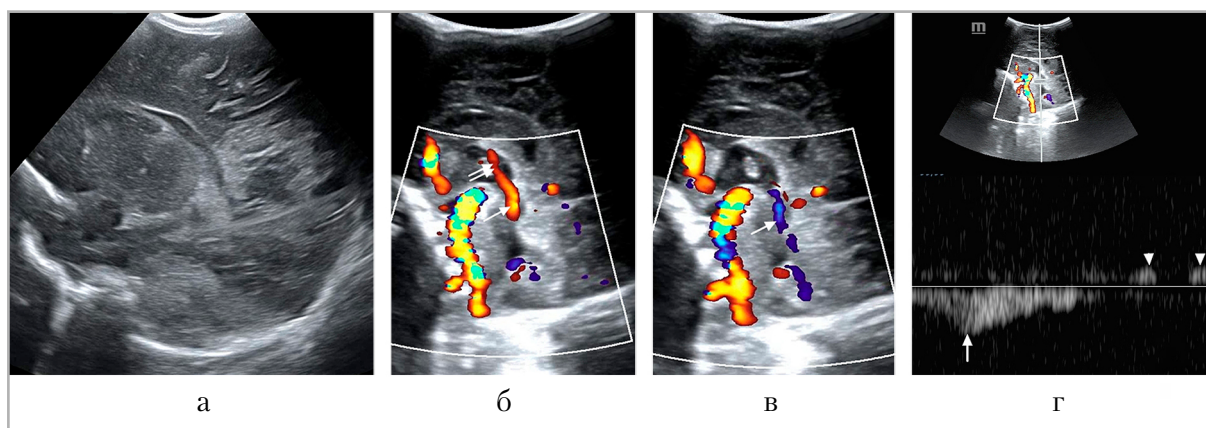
УЗИ на 17-е сут жизни: а — парасагиттальный скан слева: ВЖК-3 с массивным перивентрикулярным венозным инфарктом; б, в — цветное доплеровское сканирование, сагиттальный скан, ретро- и антеградный поток ликвора в сильвиевом водопроводе и III желудочке; г — доплерограмма потока ликвора: респираторно-синхронизированный тип (стрелка) и кардиосинхронизированный тип (короткие стрелки)
